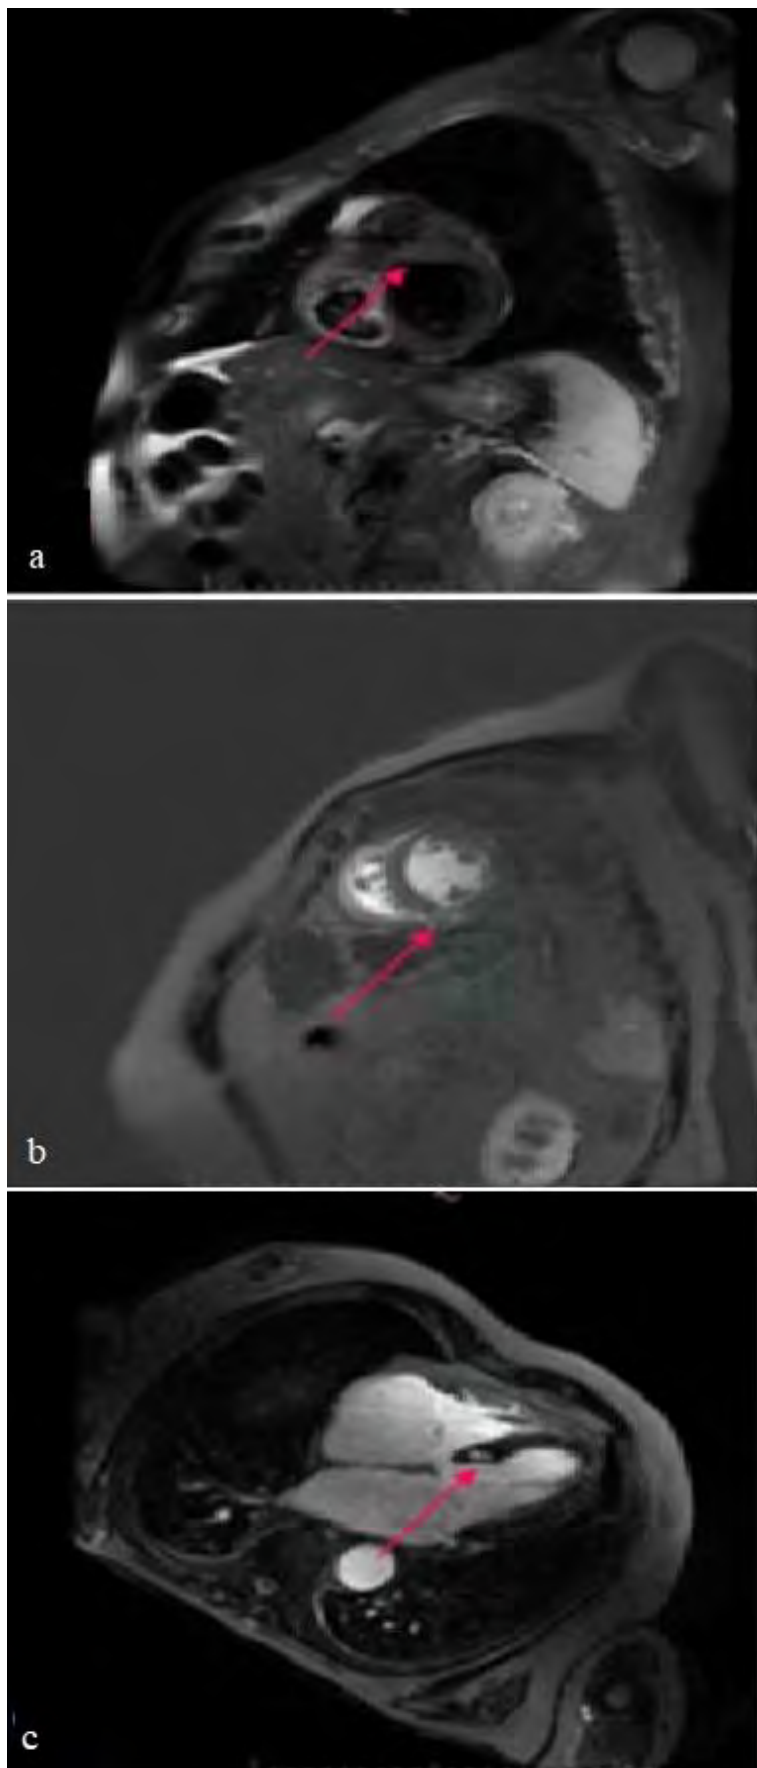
Cardiac magnetic resonance (CMR) examination: a) T1-mapping – subepicardial late gadolinium enhancement (LGE) in basal segments of left ventricle; transversal view (arrow); b) T1-mapping – LGE localized in inter-ventricular septum; longitudinal view (arrow); without pericardial fluid, normal pericardial plaques.; c) T2-mapping (STIR sequence) – myocardial oedema in basal segments of left ventricle; transversal view (arrow).
